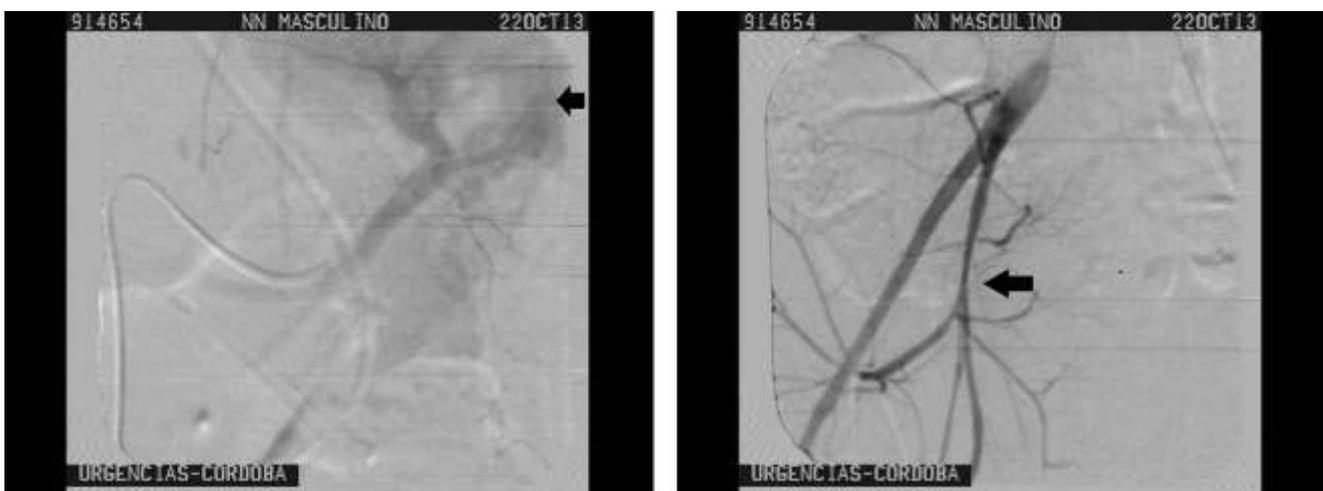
Angiografía del individuo de la figura 3. A la izquierda, suspensión del medio de contraste endovenoso luego de la inyección en la arteria esplénica (flecha). A la derecha, disminución del calibre de la arteria hipogástrica (flecha), que, sumado a la imagen de TC, amplía la sospecha de lesión vascular e indica la embolización.
